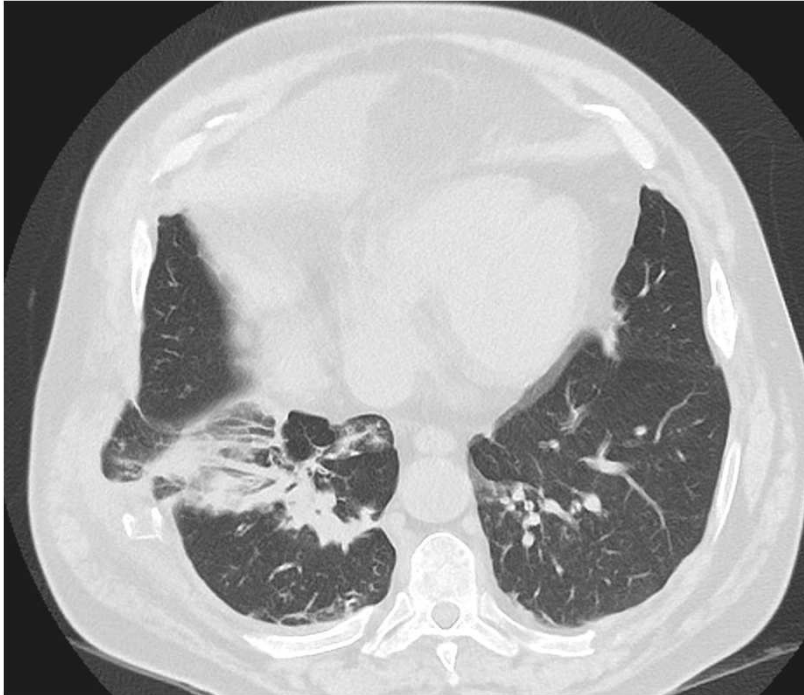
TC corte axial. Mismo paciente que figura 10. Se observa una hernia pulmonar del segmento lateral basal del lóbulo inferior derecho a través del defecto de la pared producido por la fractura desplazada de la octava costilla.
